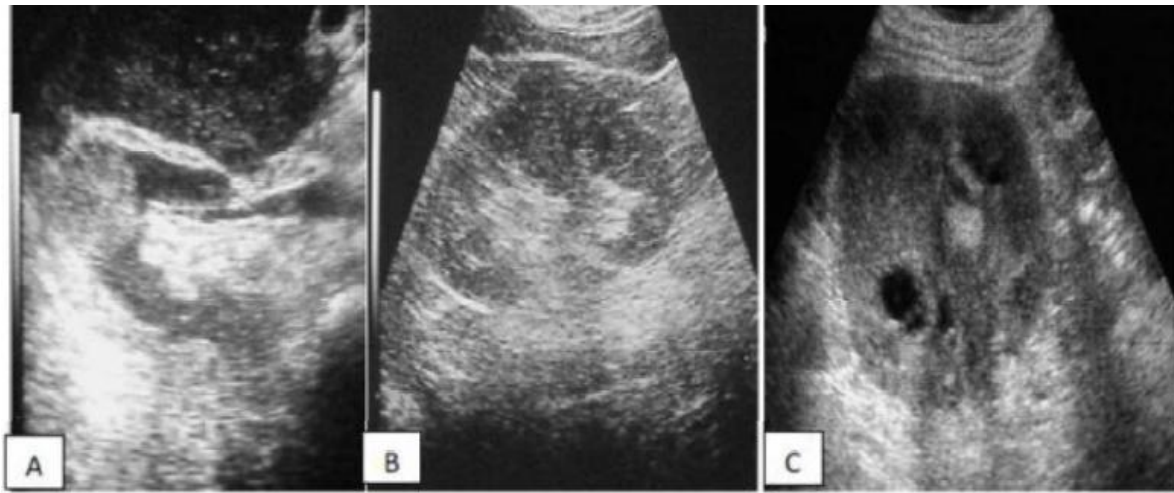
aspect échographique d'une CCR (A. Hyperéchogène; B.Hypoéchogène; C. Isoéchogène) (183)
